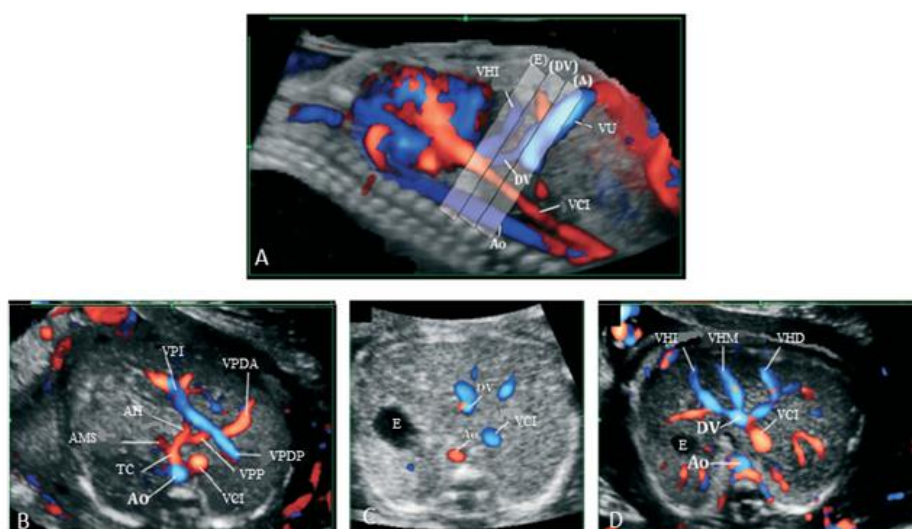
Imágenes ecográficas mediante Doppler color de la circulación hepática fetal normal según Yagel *et al.* 2010⁴¹. A. Plano sagital. Los rectángulos delimitan los planos de insonación de los vasos aferentes (A), ductus venoso (DV) y eferentes (E). Las imágenes transversas de B a D muestran los hallazgos tras la aplicación de los planos definidos previamente. B. Sistema aferente: se identifican la vena porta izquierda (VPI), la vena porta principal (VPP) y las ramas anterior y posterior de la vena porta derecha (VPDA, VPDP); C. Imagen del DV y su relación con los grandes vasos del abdomen, vena cava inferior (VCI) y aorta (Ao). D. Sistema eferente: se identifican las venas suprahepáticas derecha, izquierda y media (VHD, VHI y VHM) y su relación con el DV y la VCI en el área del seno venoso subdiaphragmático (AH, arteria hepática; AMS, arteria mesentérica superior; E, estómago; TC, tronco celíaco; VU, vena umbilical).
